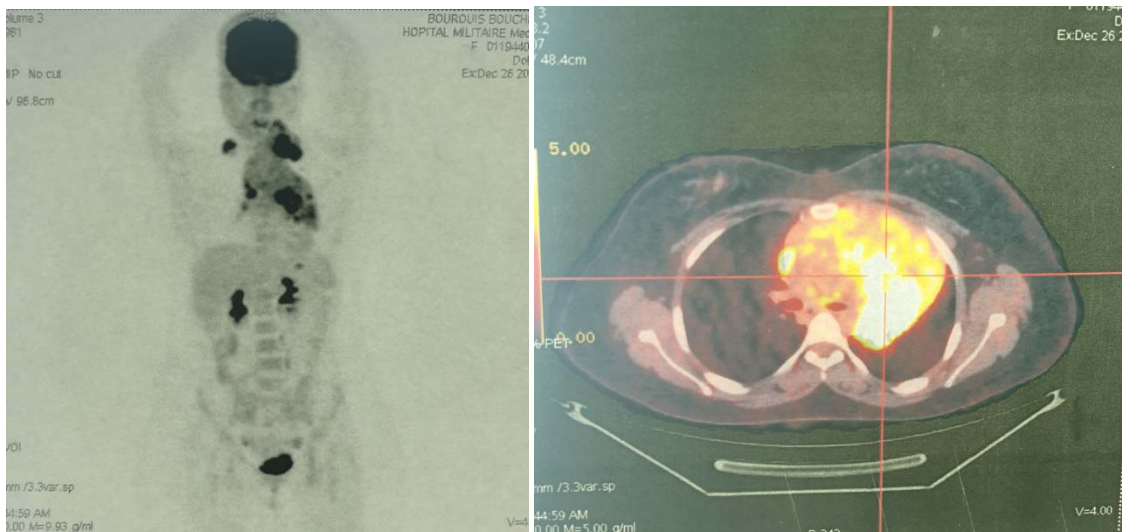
Tumeur pulmonaire apicomédiastinale gauche montrant la concordance de la lésion visible sur les images et le foyer hypermétabolique visible sur les images PET
